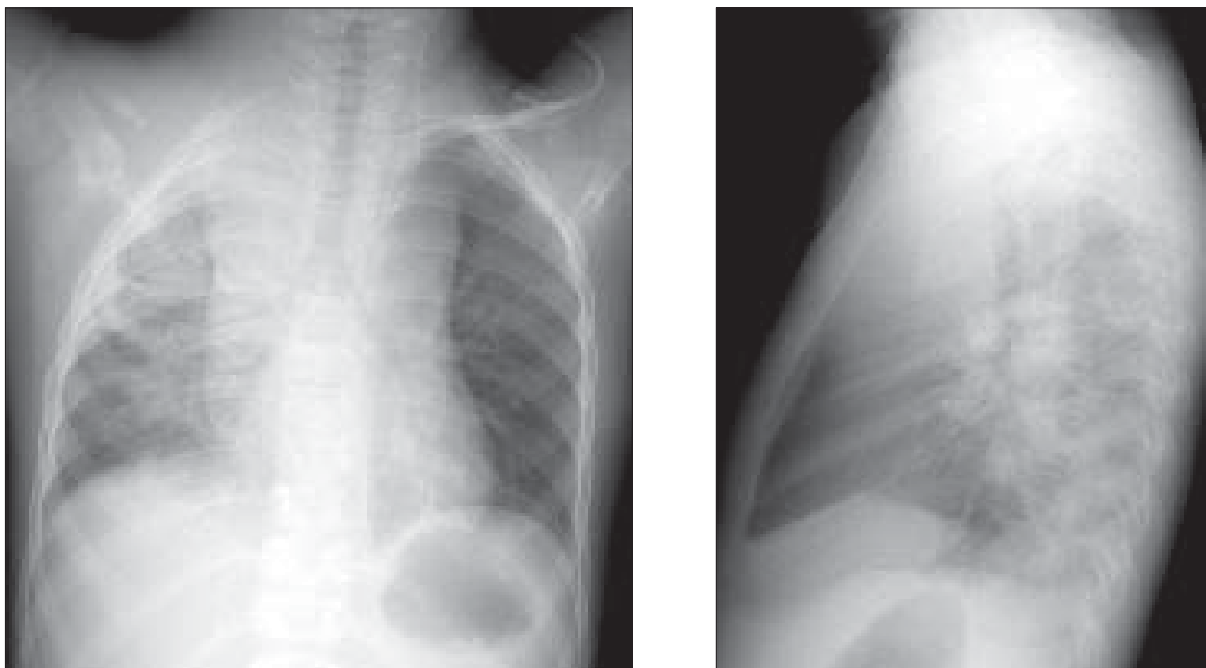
Hipertrofie timus. Radiografie toracică AP și LL stâng. Mediastin superior lărgit bilateral mimând un aspect de cifră 8. Diagnostic diferențial cu returul venos anormal. Opacitate în lobul superior și mijlociu drept, cu bronhogramă pozitivă - pneumonie.
